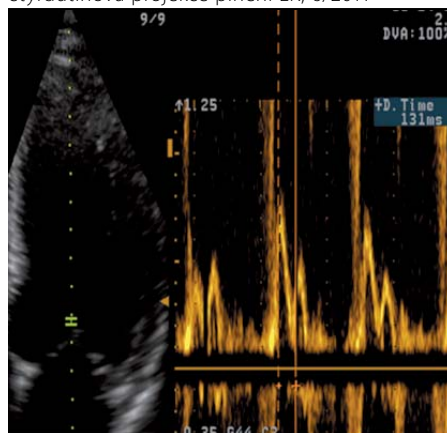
Druhý pacient – výpočet srdečního výdeje dopplerovským měřením v levém výtokovém traktu komory (LVOT) TTE, pětidutinová projekce z hrotu 6/2011
